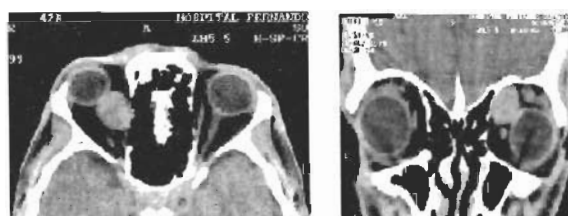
TC das órbitas: lesão orbitária direita.
